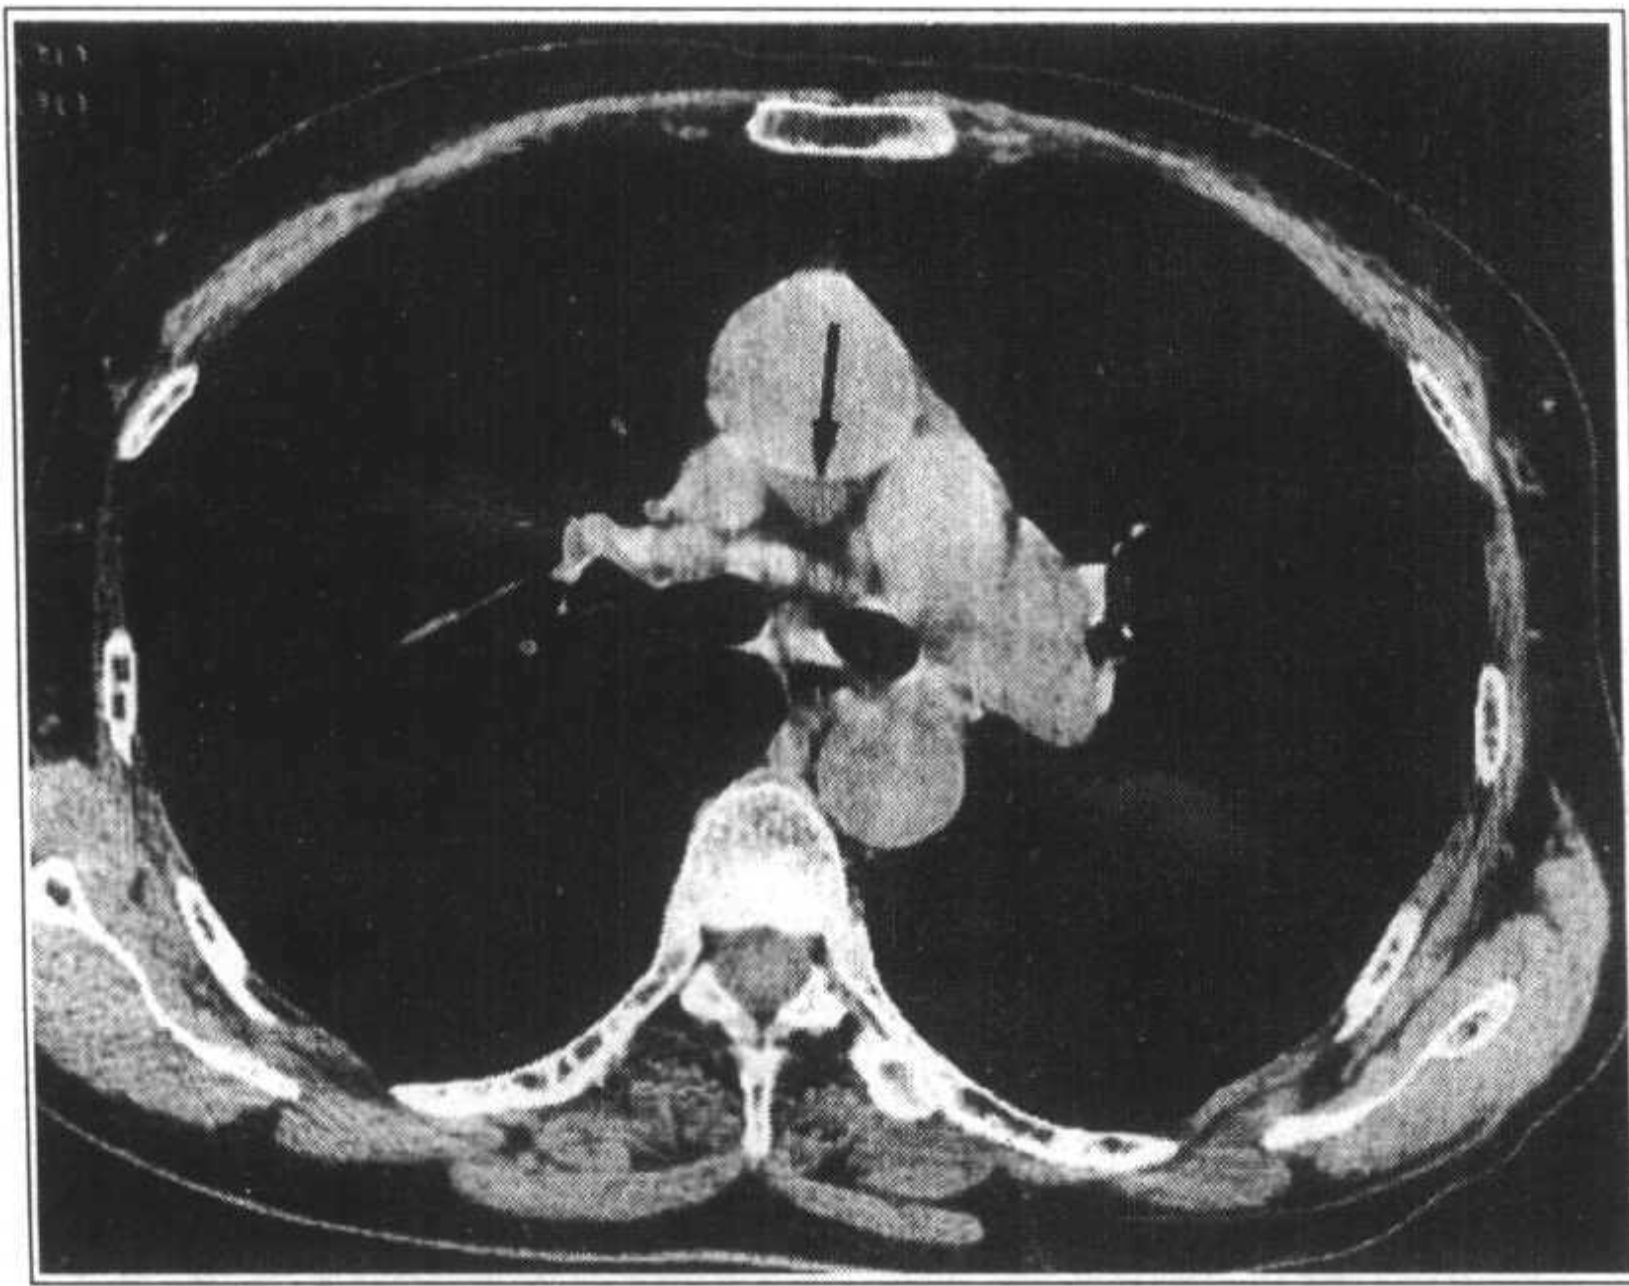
心包上隐窝，CT 值 21.4HU
